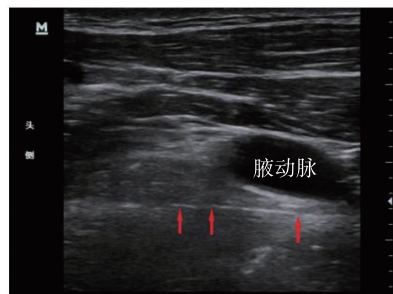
超声引导下平面内穿刺(箭头标记针尖和针体)
